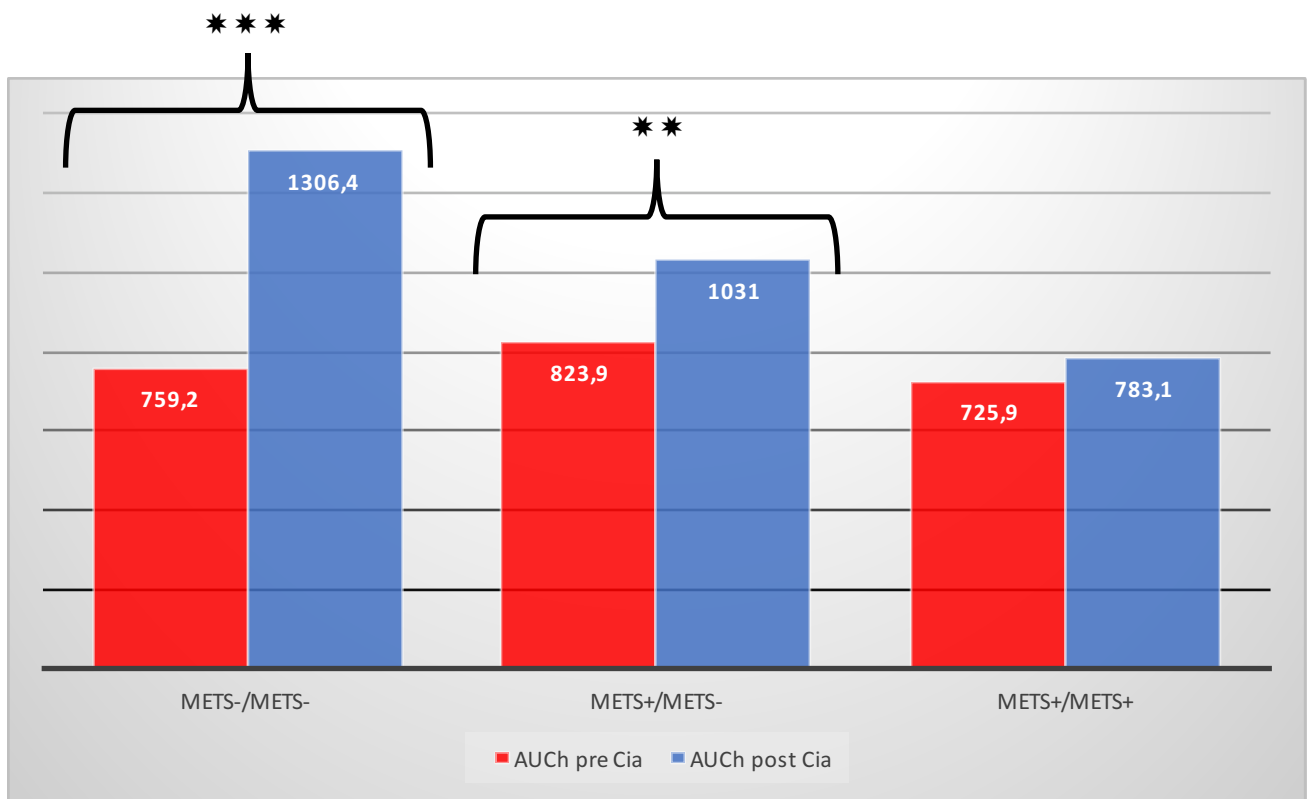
Valores de AUC_H de flujometrías por láser Doppler realizadas previa a la cirugía bariátrica y a los 12 meses de la misma.
